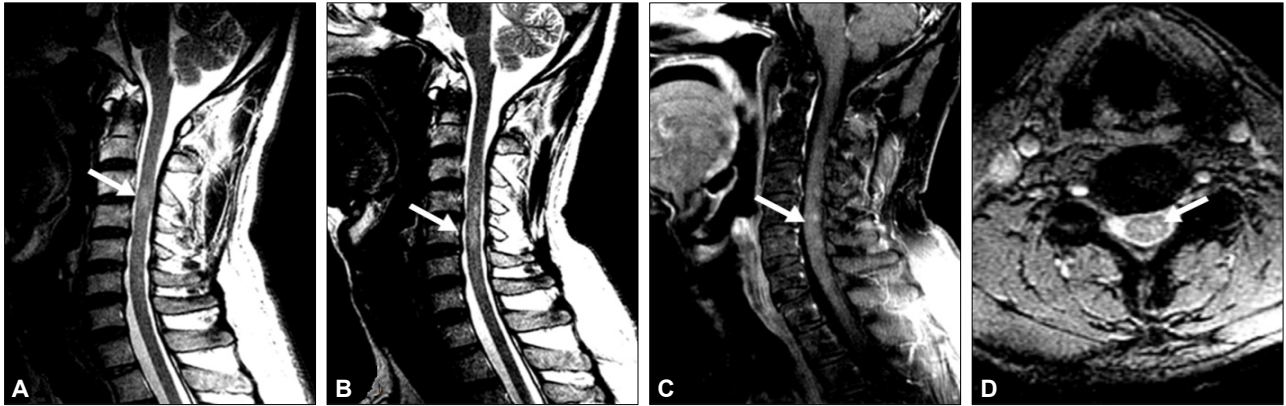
Cervical MRI findings. Initial image (A) showed focal high signal intensity at C3-4 level in T2-weighted image. Follow-up scans after 3 months demonstrate new lesion at C4-5 level in sagittal T2-weighted (B) and axial multiplanar gradient echo sequence (D) with a subtle enhancement in gadolinium-enhanced T1-weighted (C) image and original signal disappeared. Arrow indicates each lesion.
